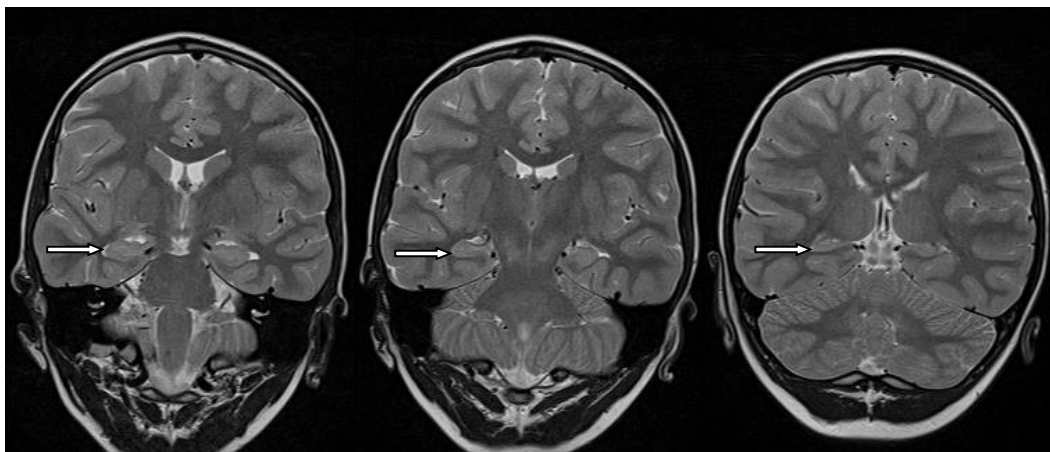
МРТ (T2 FSE ВИ) изображения медиобазальных отделов ВД в косо́й корональной плоскости (уровень головки; уровень тела; уровень хвоста, соответственно)
